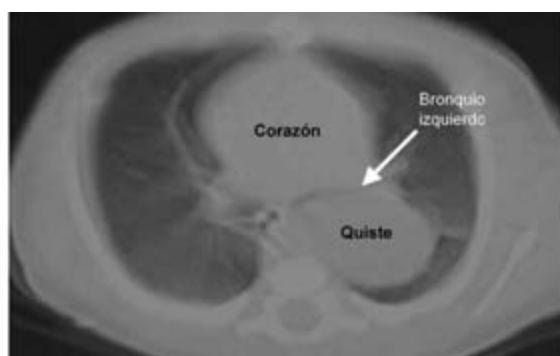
Imagen por tomografía axial computada de tórax que demuestra en el lado izquierdo, lesión quística por atrás del corazón en el mediastino posterior y desplaza hacia adelante el bronquio principal izquierdo, que está señalado con la flecha.
